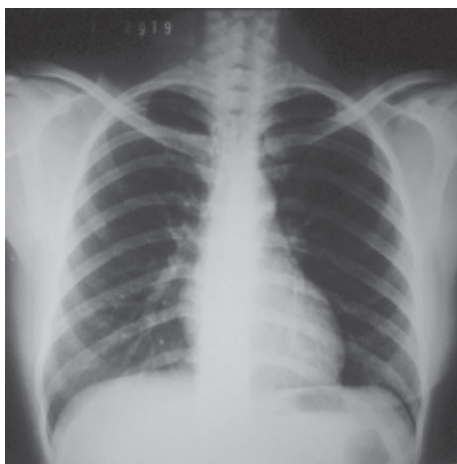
Radiografía frontal del tórax normal. Ausencia de mama derecha.
